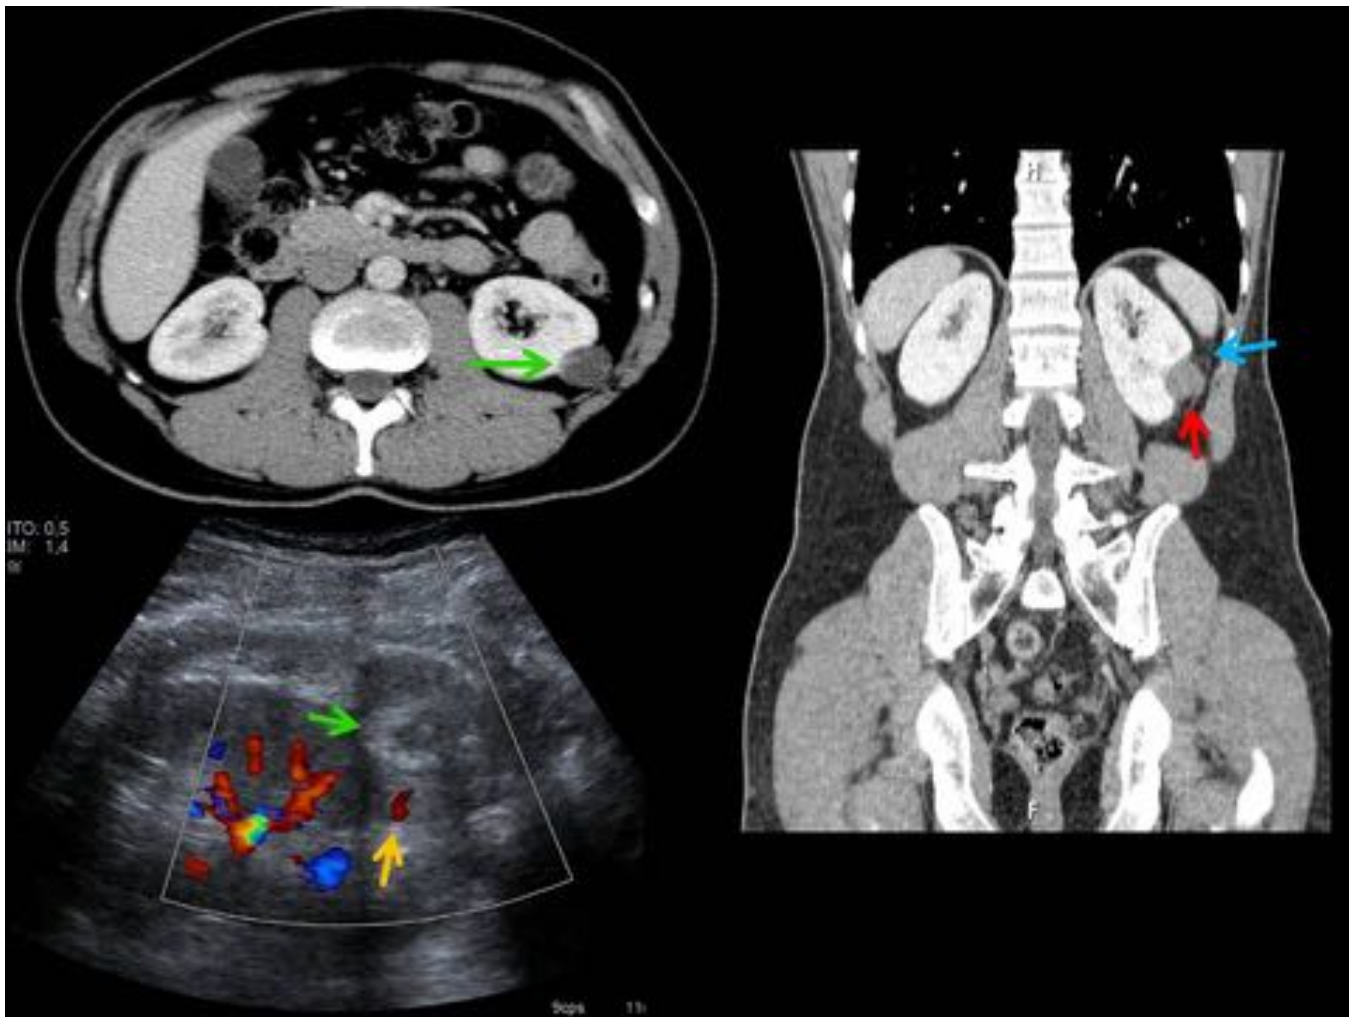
Tumoración renal con engrosamiento mural en su porción medial que mostraba captación de contraste en el TC (flecha verde) y señal Doppler en la ecografía (flecha amarilla). Tras realización de biopsia se confirmó el diagnóstico de tumor híbrido renal entre oncocitoma y carcinoma de células cromóforas. Posteriormente se realizó radiofrecuencia de la lesión (flecha roja) observando discreta reticulación del tejido graso perirenal, compatible con cambios post-radiofrecuencia (flecha azul).
